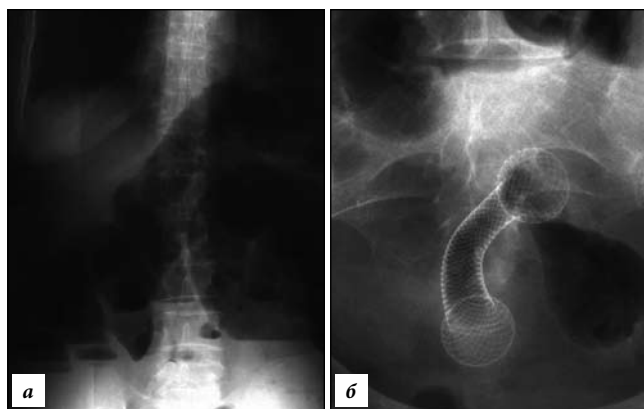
Рентгенограммы больной П.:
